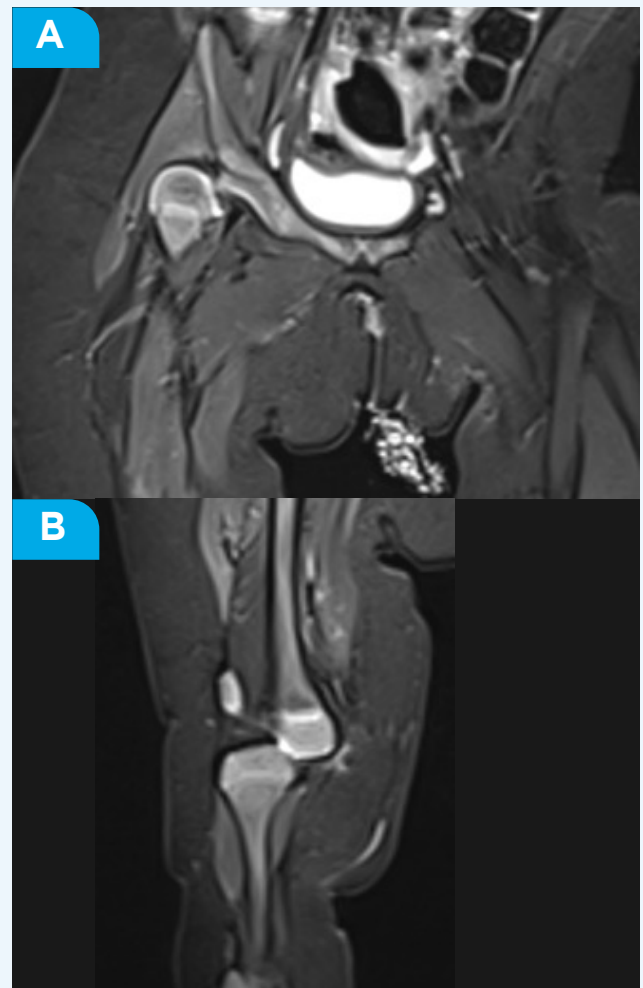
A. RMN evidenciando luxación de cadera y rodilla B. RMN evidenciando luxación de rodilla
